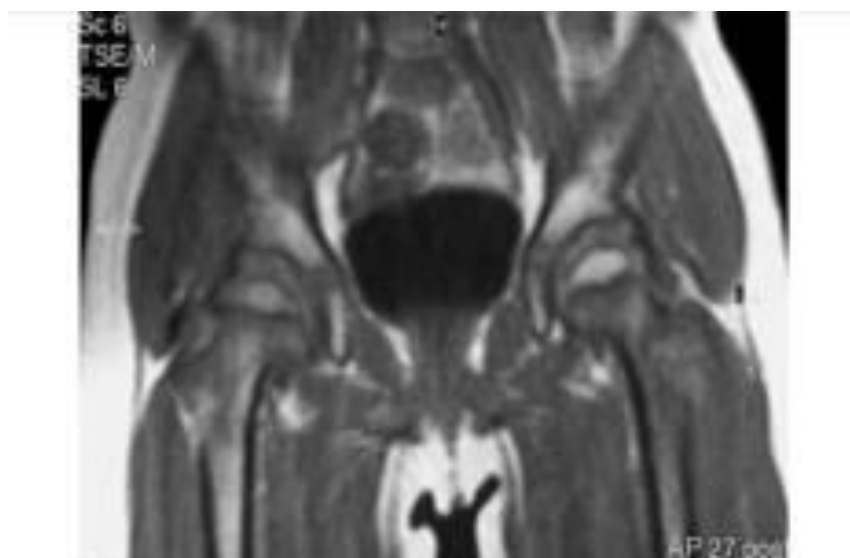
МРТ томограмма тазобедренных суставов (болезнь Легга–Кальве–Пертеса справа, II стадия). Визуализируется снижение интенсивности МРТ-сигнала справа, уплощение эпифиза и признаки некроза головки правой бедренной кости [4]
